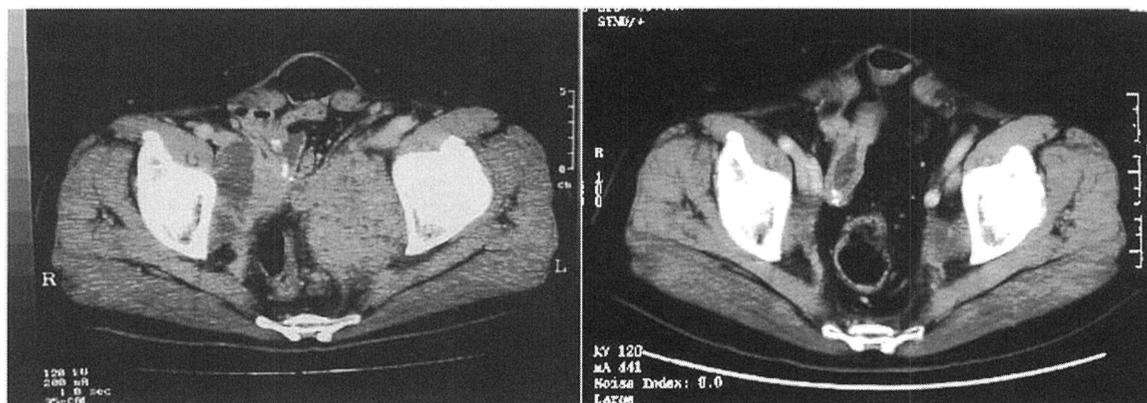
放射線療法施行後および樹状細胞44回投与後CT像
